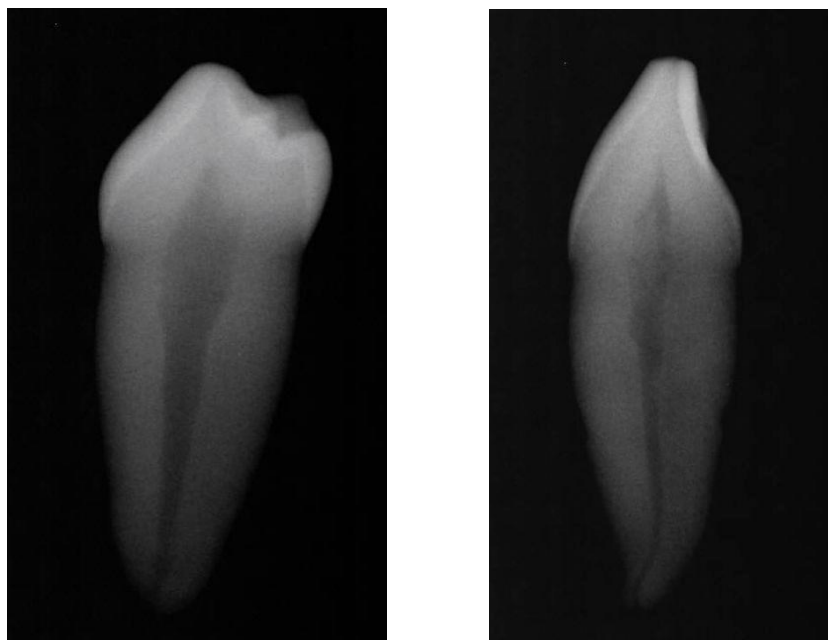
Radiografía periapical de las muestras para corroborar continuidad de conducto radicular.
